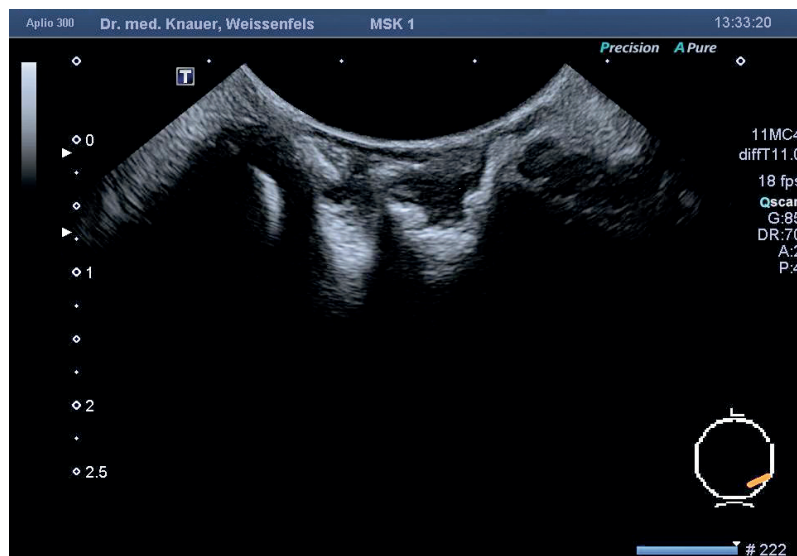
Sonografisches Bild des Zahnfaches 36 mittels der Mikrokonvexsonde.
